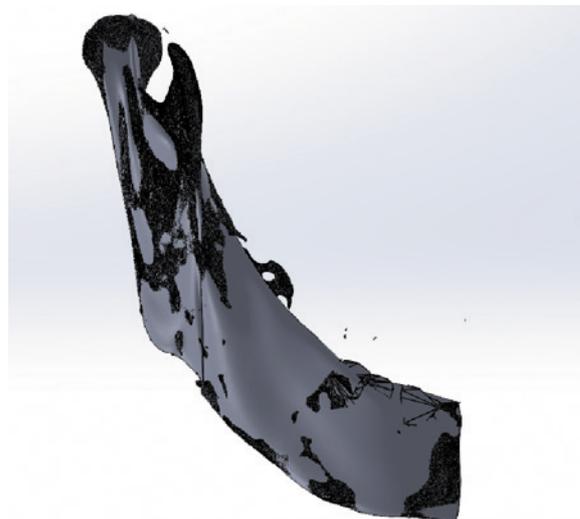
Трехмерная модель проектируемого имплантата с наложением на модель, полученную по данным компьютерной томографии
